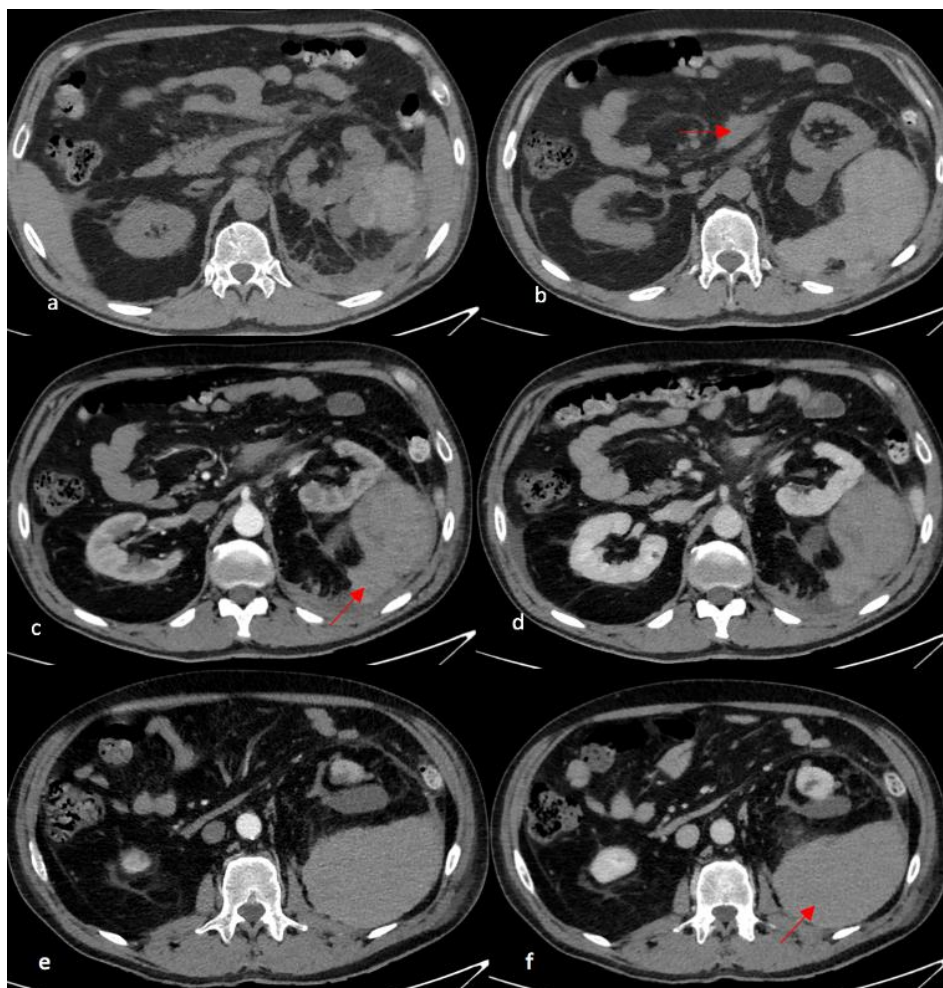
La TC con mdc eseguita dopo 4 giorni, in seguito a peggioramento clinico e laboratoristico del paziente, documenta un netto incremento dell'emoperitoneo (freccia tratteggiata) ed emoretroperitoneo a sinistra (freccia) con dislocazione antero-mediale del rene omolaterale.
